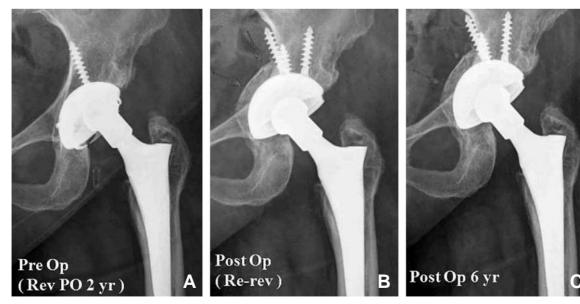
A 54-year-old female. (A) Polyethylene liner dislodging (empty arrow) had been happened 2 years after revision surgery, polyethylene liner and head change. (B) The acetabular cup was changed to another cementless acetabular cup using circumferential medial wall osteotomy (filled arrow). (C) Successful cup positioning and bony union of medial wall osteotomy site were noted 6 years follow-up radiograph.
